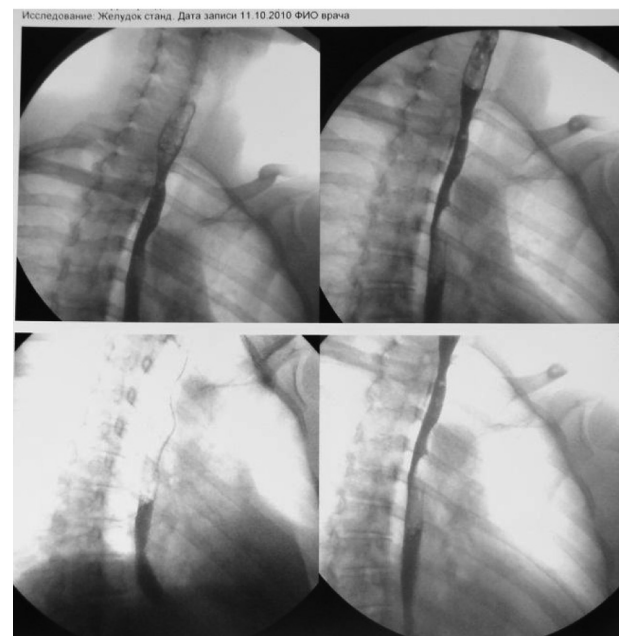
Ш-а М.А., 50 л. Рентгенограммы пищевода от 11.10.2010г. Прослеживаются 2 стриктуры – верхняя – на ур-не T-1 (=21 см от резцов), D=0,6 см, длина = 2 см, нижняя – на ур-не T-9 (32 см), D=3 мм, она ригидна.
